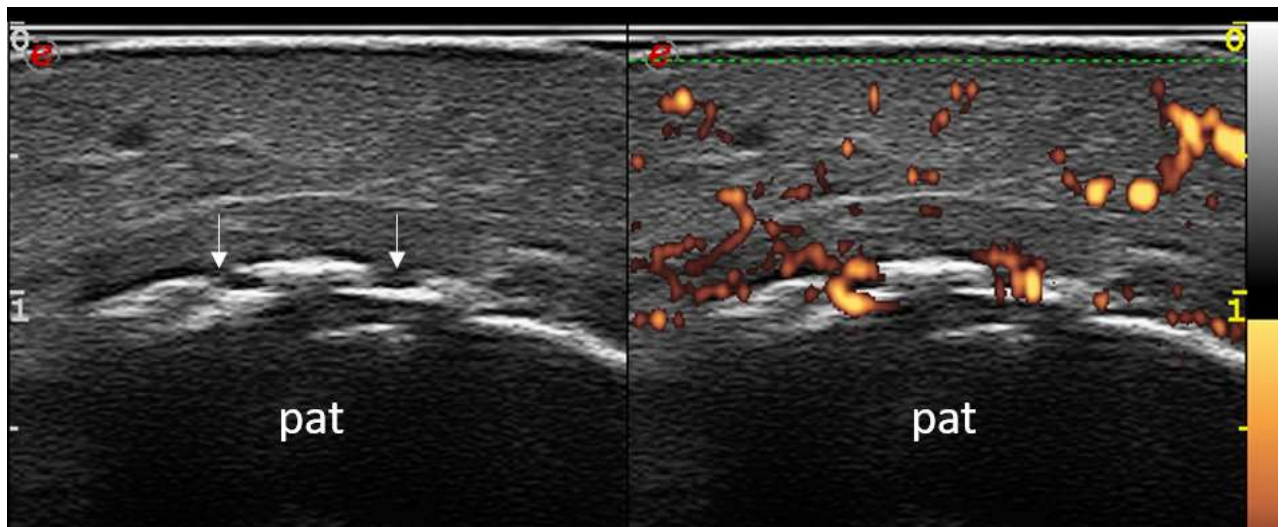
La scansione trasversale del tendine quadricipite (in scala di grigi e con segnale power Doppler) mostra la presenza di un’entesite “attiva”, erosiva (freccie bianche), a livello dell’inserzione del tendine sulla rotula. La presenza di infiammazione è indicata dal segnale power Doppler (puntini rossi) intra-tendineo, a livello dell’entesi. Legenda. pat: rotula.
